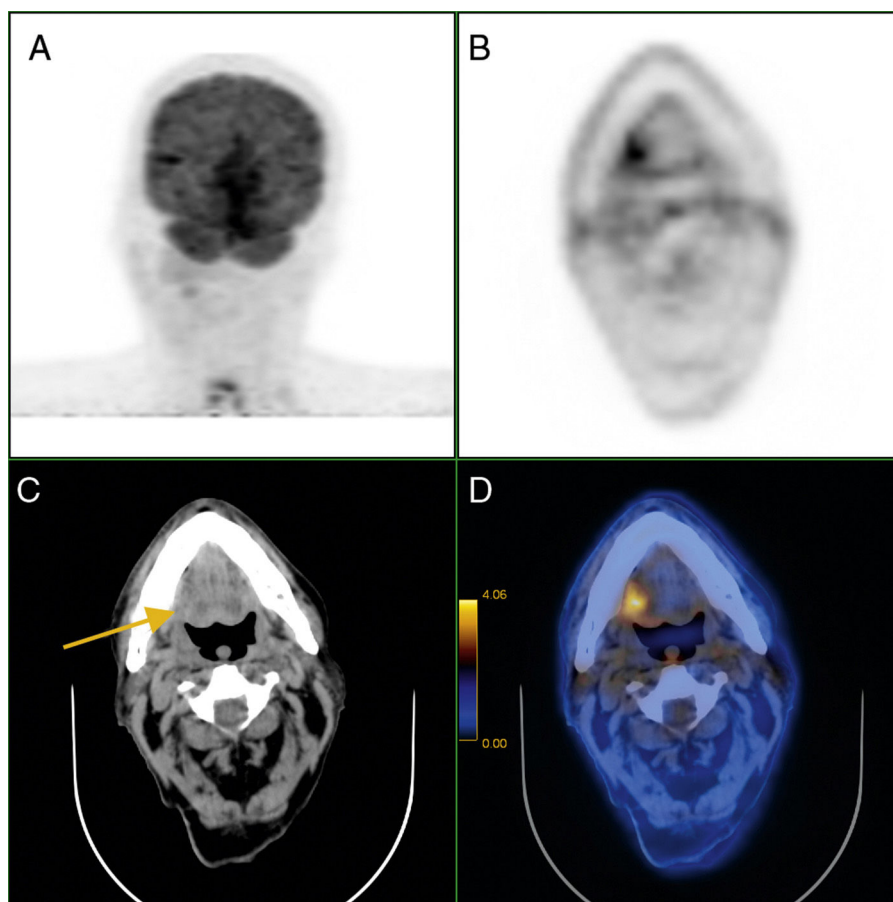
Varón de 78 años con antecedente de neoplasia de lengua tratada con radioterapia. En el seguimiento, sospecha de recidiva, aunque la resonancia magnética no es concluyente. Se solicita una PET/TC para discriminación entre cambios tras la radioterapia o persistencia tumoral. A) imagen MIP. B) Corte transversal de PET. C y D) Corte transversal de TC e imagen de fusión PET-TC en donde se detecta un depósito focal de actividad de la FDG en el margen posterolateral derecho de la lengua (flecha), compatible con persistencia tumoral.
